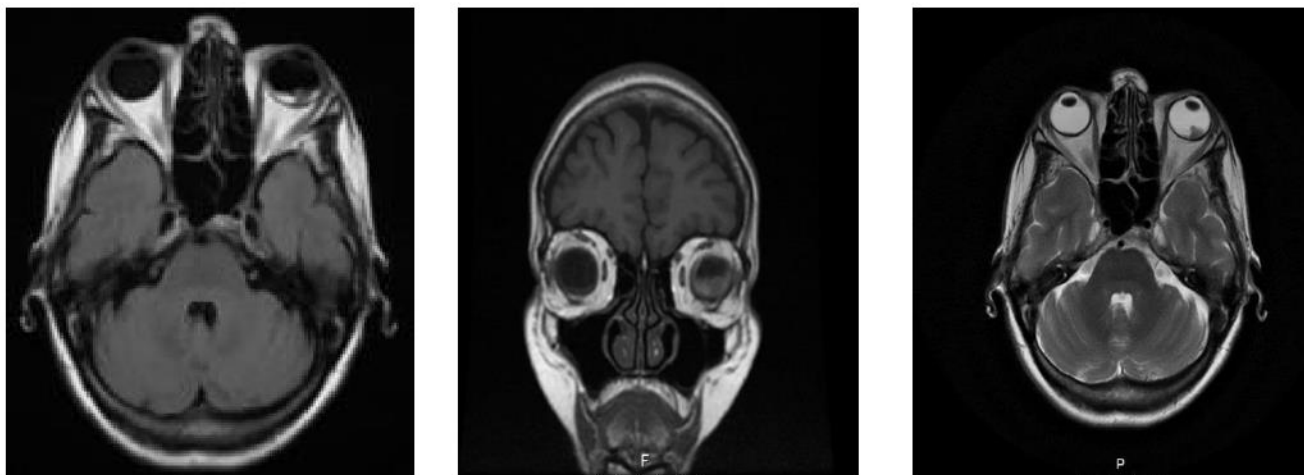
Ressonância magnética: axial flair T2, axial T2 e coronal T1
